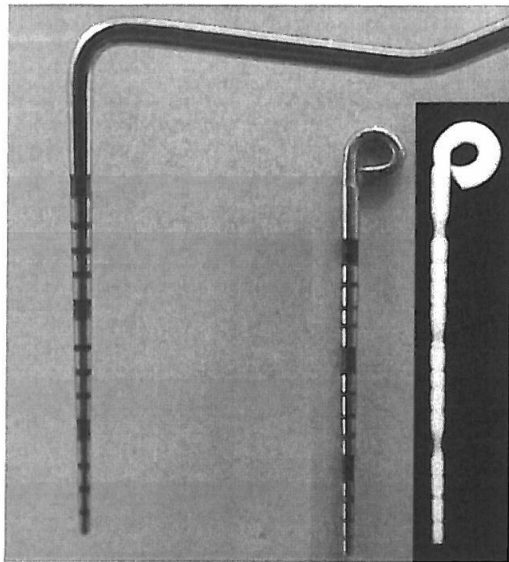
Gauge pin calibrated-tip of periodontal standardized probe (PCP-UNC15[®], Hu-Friedy, Chicago, IL, USA) and radiographic image.
